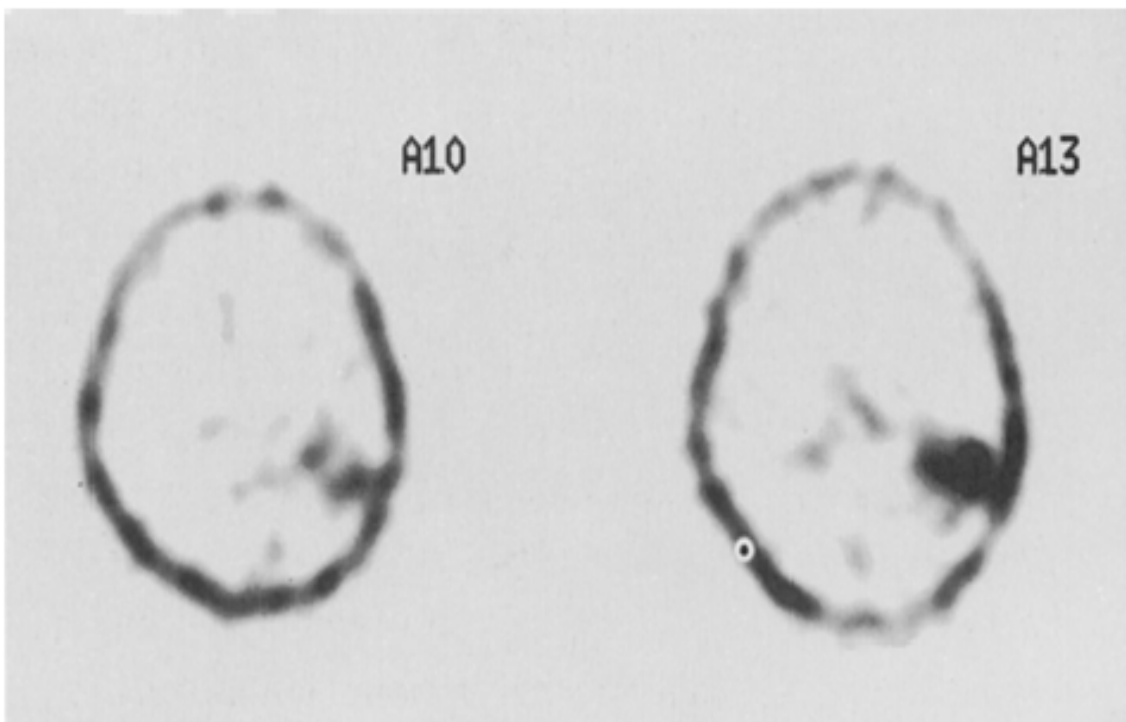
Coupe transversale à la scintigraphie cérébrale d'un gliosarcome temporo-pariétal gauche montrant une tumeur hyperfixante [113].
